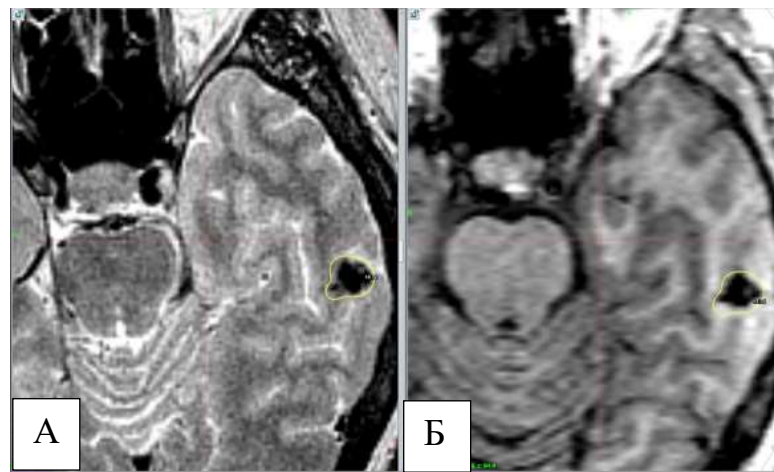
МРТ у больного Н., 47 лет до радиохирургического лечения (А) и через 1 год после него (Б)
